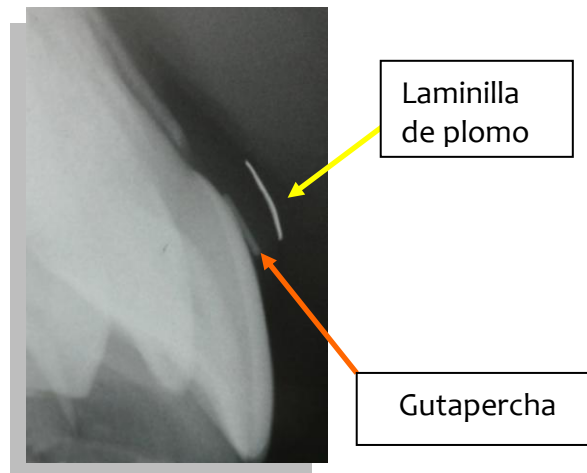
Localización de laminilla de plomo y gutapercha en la radiografía.
